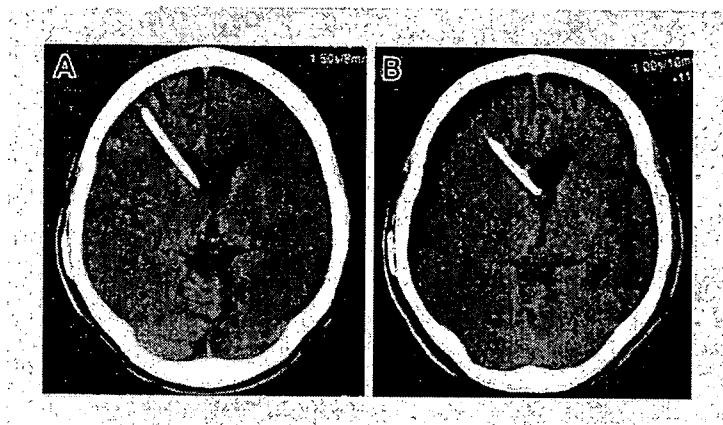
PPS 脳室内持続投与方法を行った症例の頭部 CT 経過
